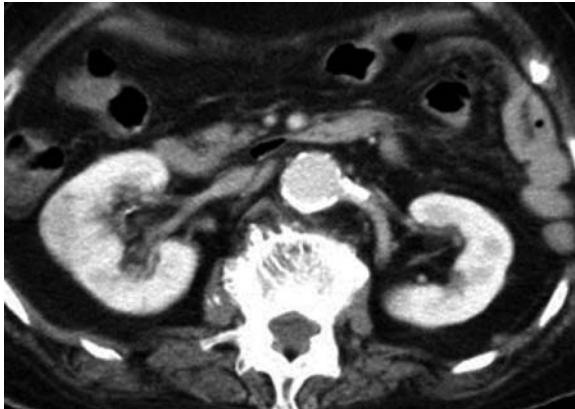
Follow-up computed tomographic image, showing improved defect.
